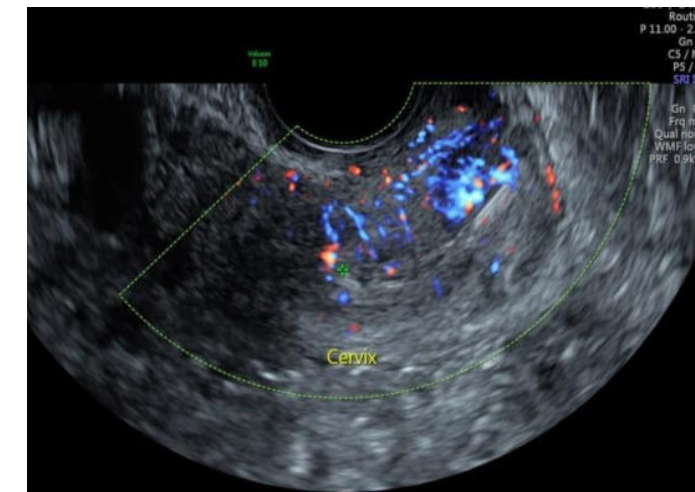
Ecografía vaginal donde se visualiza una imagen en labio anterior de cérvix 17 x 12 mm con vascularización aumentada y desordenada
